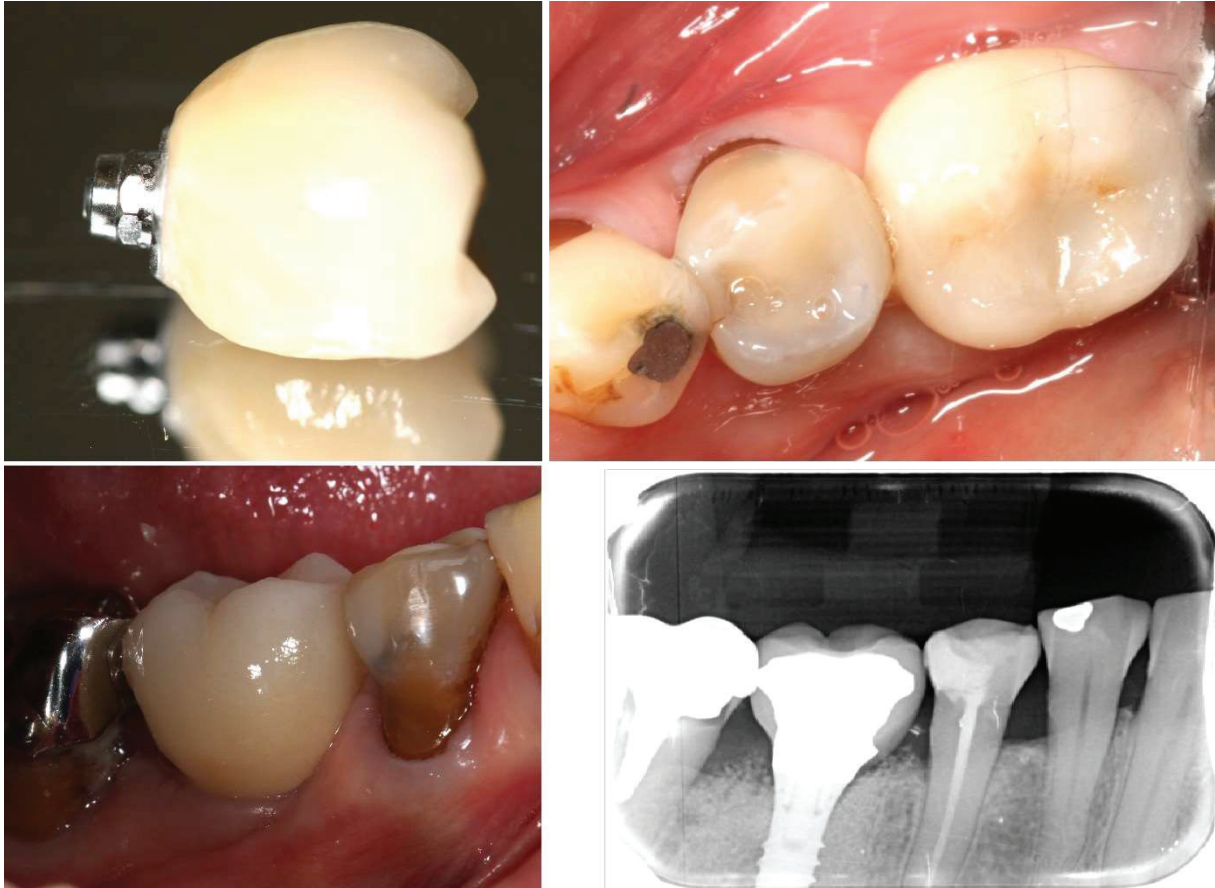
Vue sur miroir, occlusale et vestibulaire de la couronne supra-implantaire ; radiographie rétro-alvéolaire de contrôle une fois la couronne torquée à 35N/cm
